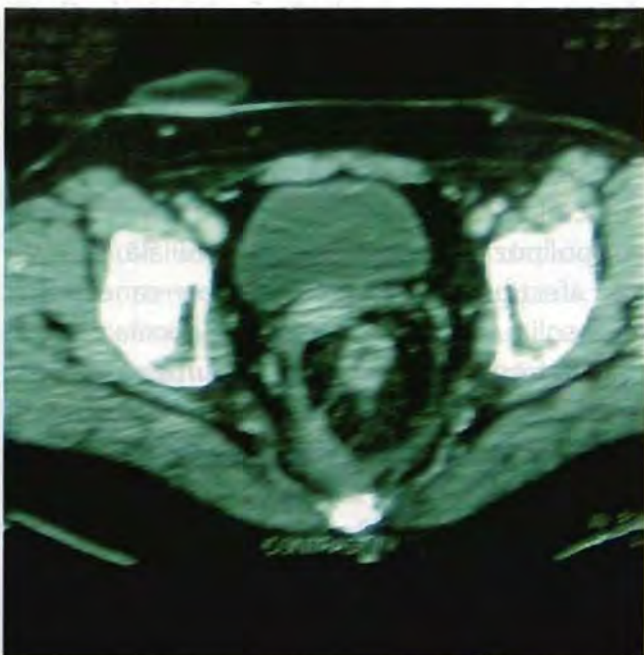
TC- neoplasm rectal
